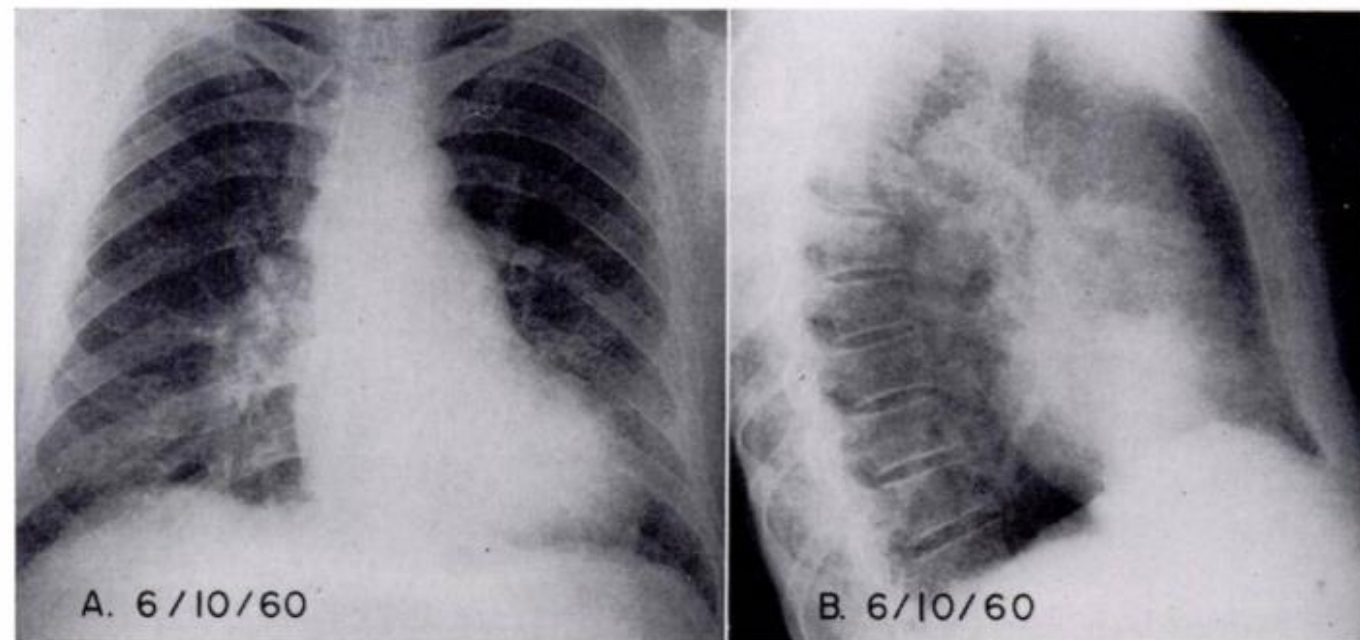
G.V. Antimony pneumoconiosis in a 56 year old man who had worked in a smelting plant for 17 years. There may have been a complicating silica exposure. (A) There is a generalized pattern of small opacities distributed throughout the lungs with the majority of the changes in the lower lobes. The category of extent and perfusion (according to the I.L.O. International Classification, Geneva, 1958) is 3p, but there are some small opacities which are in the m and n category. (B) The lateral roentgenogram shows evidence of the ill defined cardiac borders due to the shadows of a large number of small opacities superimposed upon those of the heart and the large vessels.
